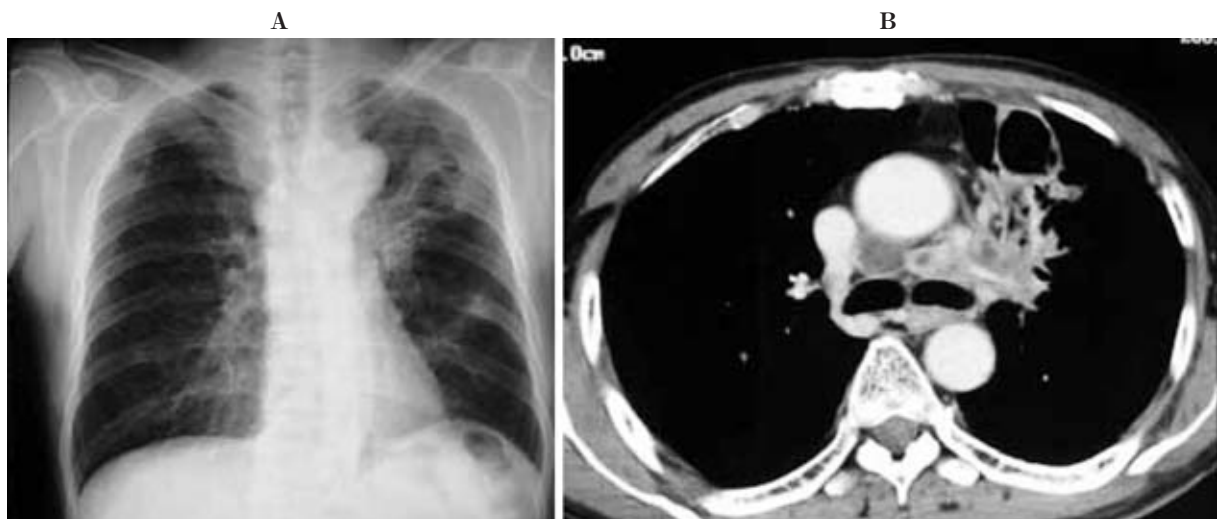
Radiographs of case 3.
